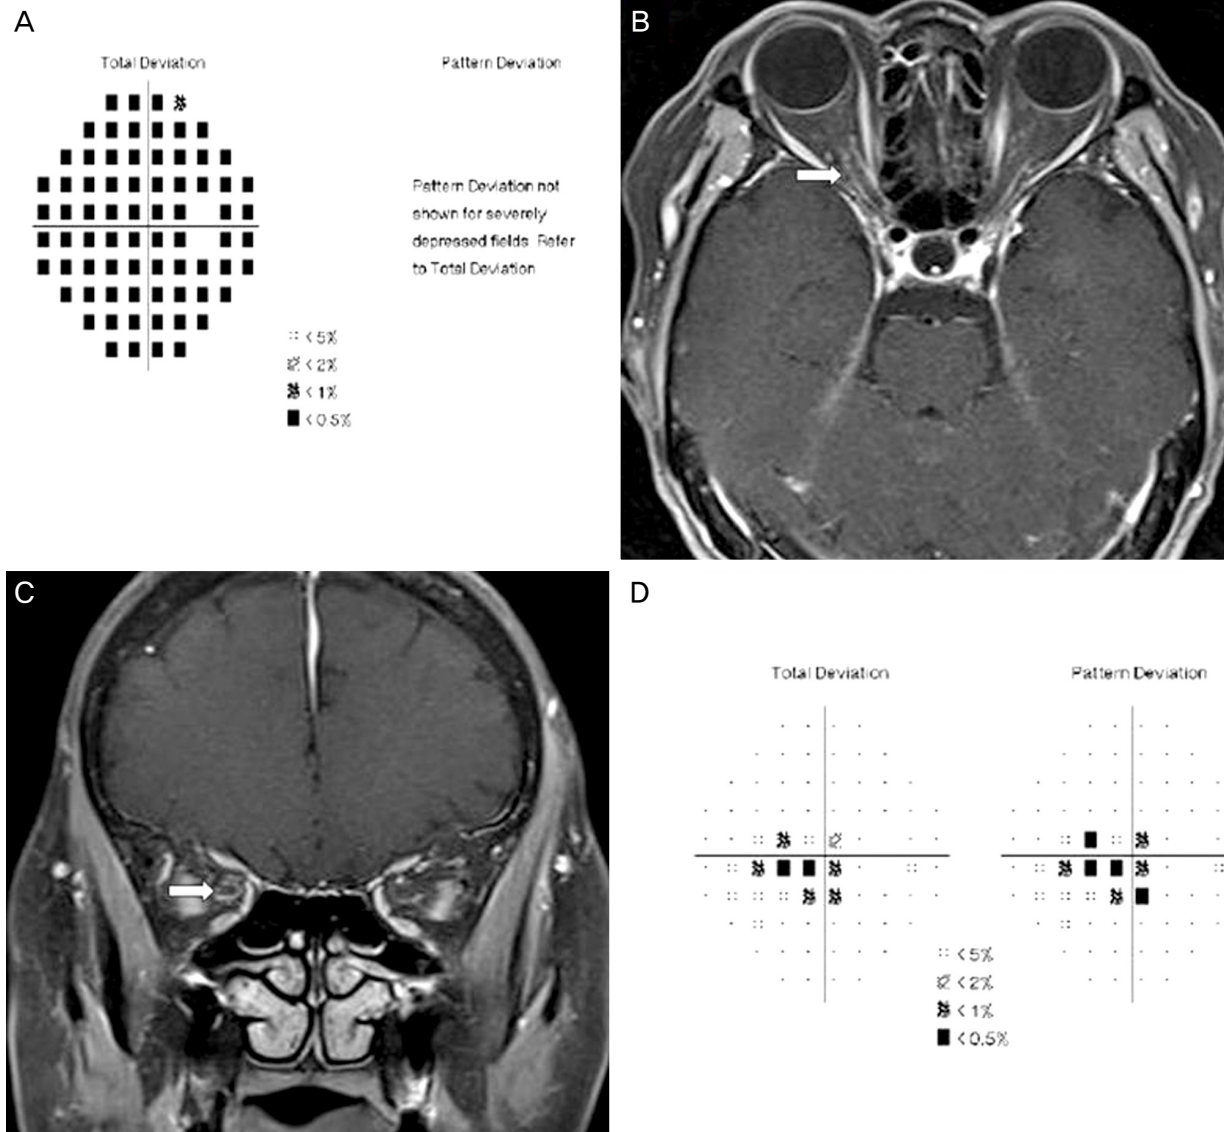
Right visual field test was seen diffuse visual field defect at initial visit (A). Fat suppression magnetic resonance imaging scan of the orbit with contrast enhancement demonstrated that tram track sign around optic nerve sheath in axial view and donut appearance in optic nerve sheath in coronal view (white arrow) (B, C). Right visual field test revealed rapid improvement of visual field defect after steroid treatment, post-treatment day at 5 (D).
